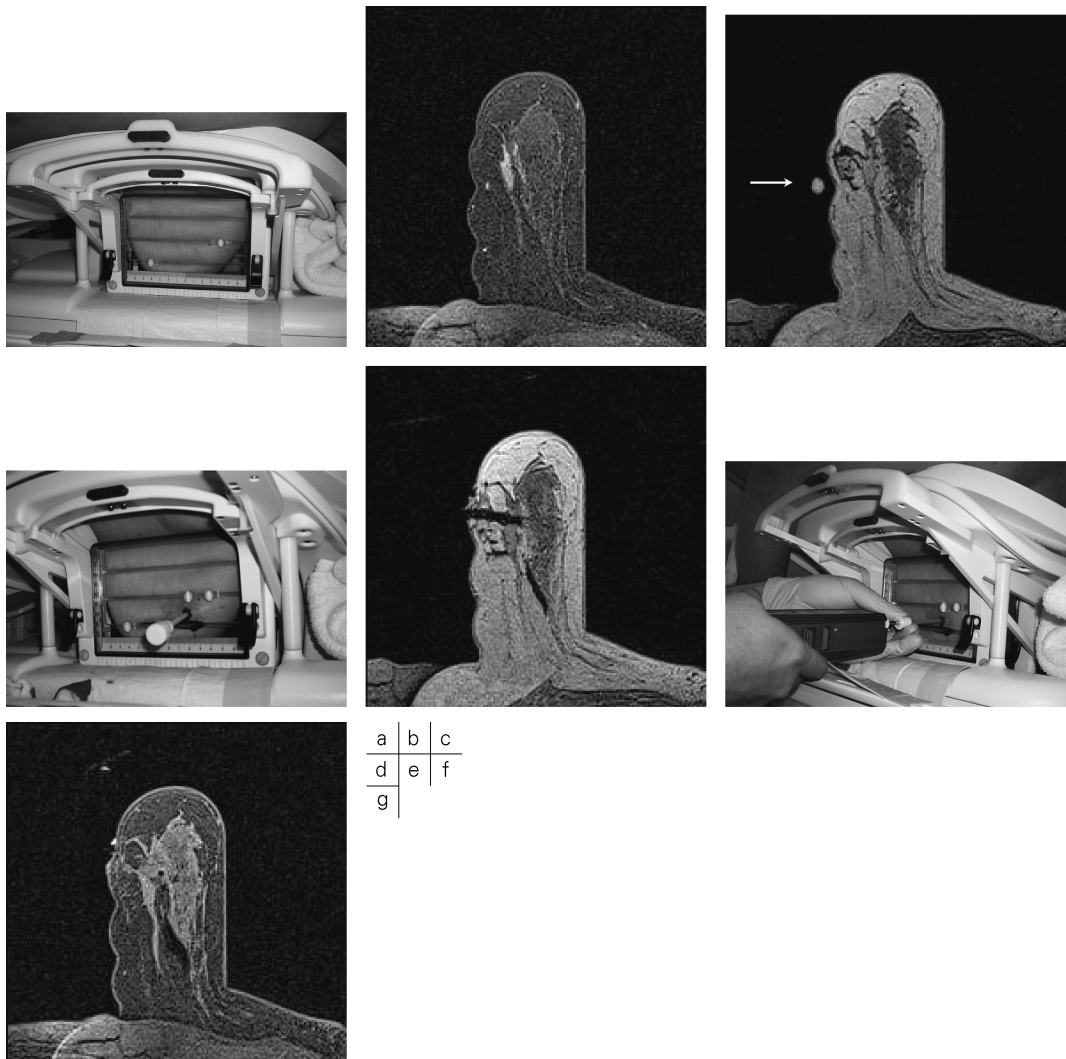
Magnetic resonance imaging (MRI)-guided vacuum-assisted biopsy (VAB) in a 65-year-old woman
